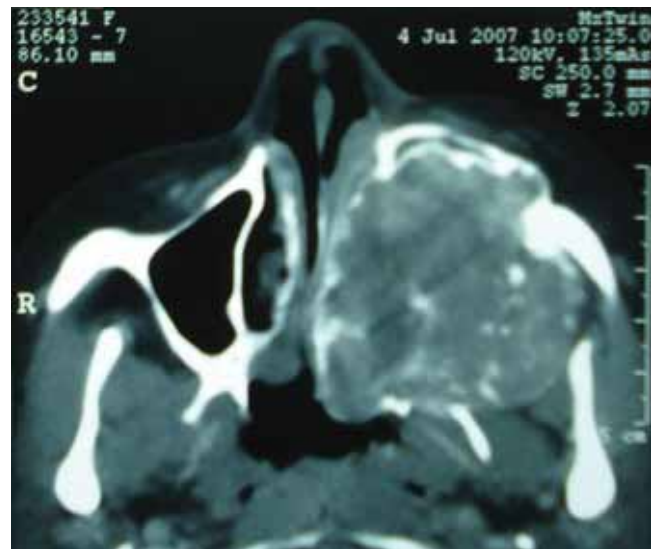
Corte axial de tomografia computadorizada mostrando tumor à esquerda, invadindo seio maxilar com extensão para órbita, seio frontal e etmoide, fossa nasal e faringe ipsilateral, além de destruição óssea e proptose do globo ocular esquerdo.
